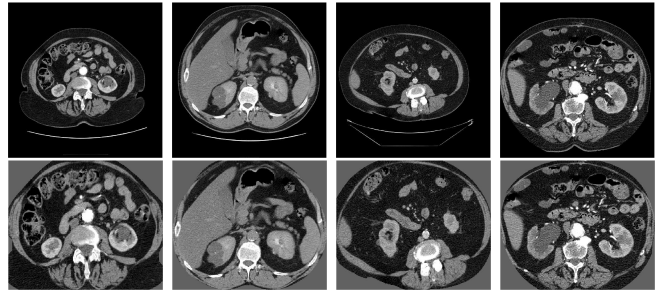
Exemples d'images CT et leurs régions abdominales détectées en utilisant la méthode de prétraitement proposée. 1^{ère} ligne) Images CT originales ; 2^{ème} ligne) Régions abdominales détectées.
